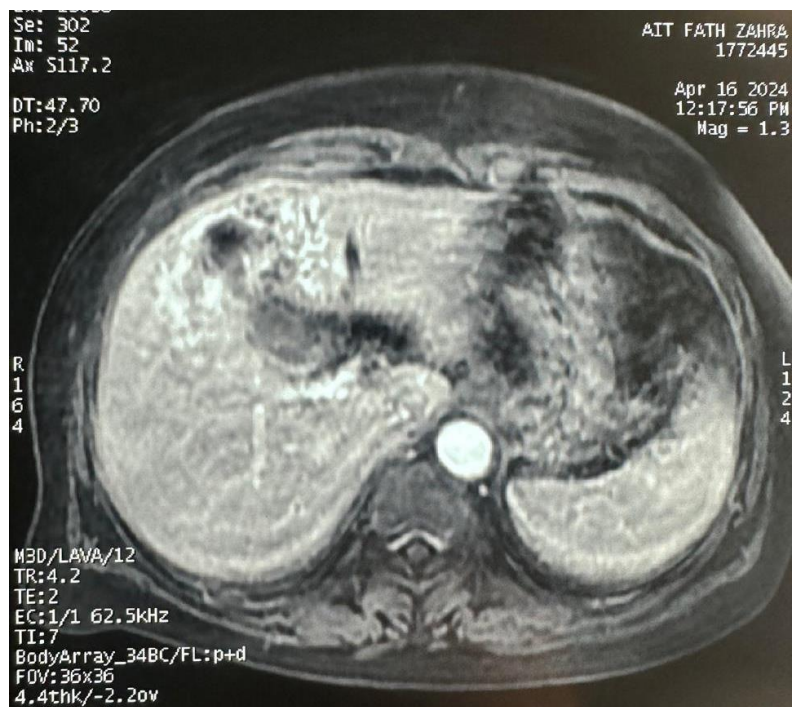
Bili IRM objectivant une vésicule biliaire micro lithiasique en cholécystite compliquée d'abcès hépatique
